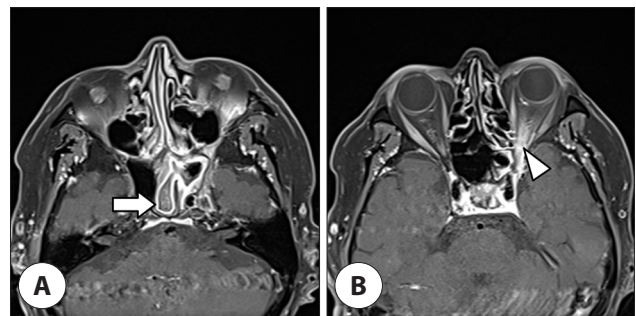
Preoperative magnetic resonance imaging (contrast-enhanced T1-weighted MRI) shows (A) left sphenoid sinusitis with mucosal thickening (arrow) and (B) contrast enhancement in the intracanalicular and intraconal spaces of the left orbit, suggesting inflammation (arrowhead).
